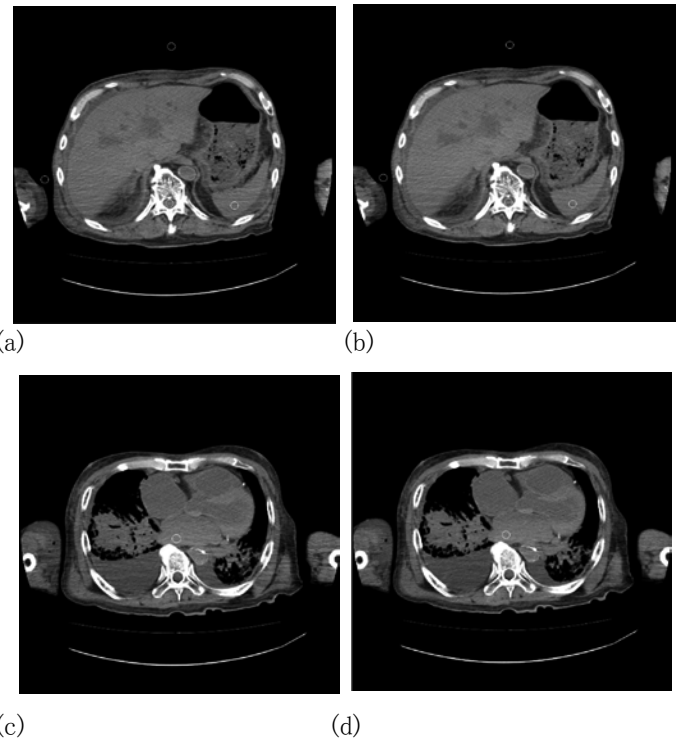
Ai-CT images obtained with 120kVp (a, c) and 135kVp (b, d). SDs of ROI (white circles) were measured.
